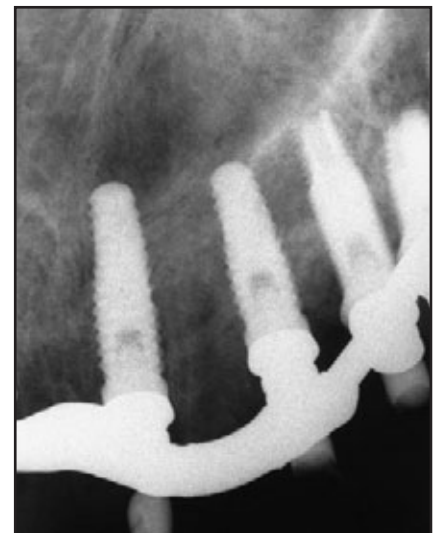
und 1g Periapikale Röntgenbilder nach Entfernung des impaktierten Eckzahns. (links) rechte Seite; (rechts) linke Seite.
